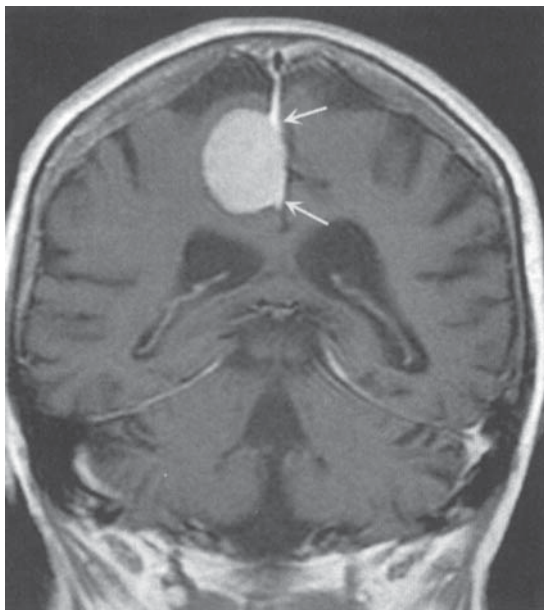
Meningiomul. RMN cu semnal T₁ post-contrast coroaal demonstrează o creștere extraaxială a tumorii, care provine din falx cerebri (săgețile).
